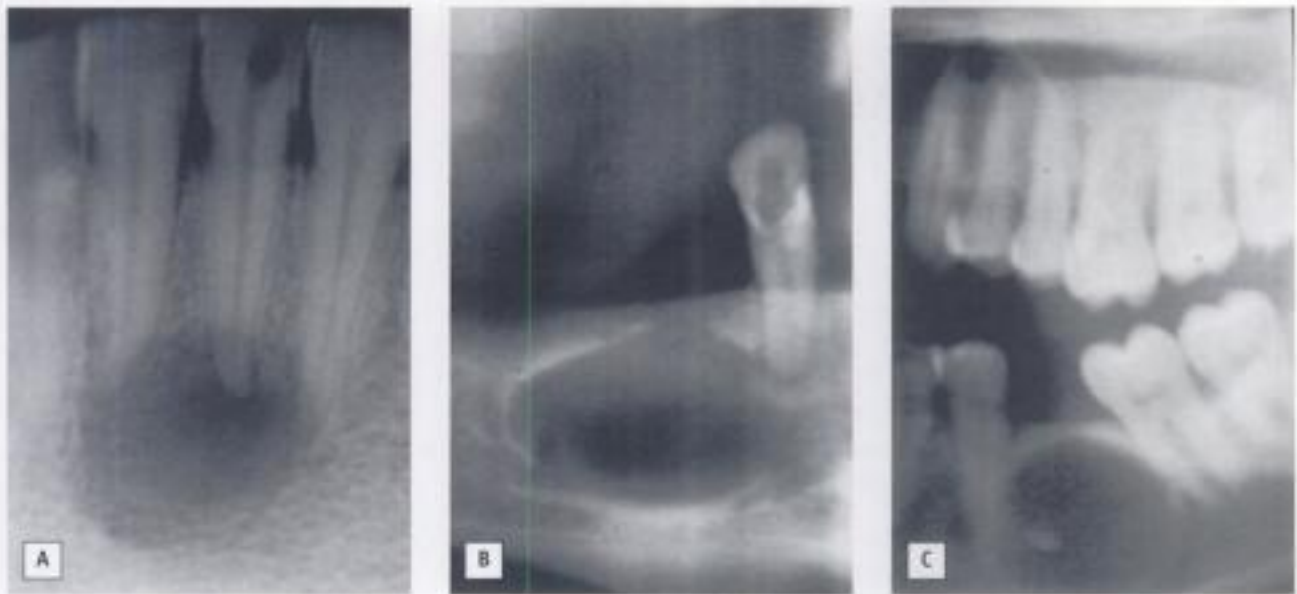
A) Radiografía de un quiste periapical. B) Quiste lateral. C) Residual.
